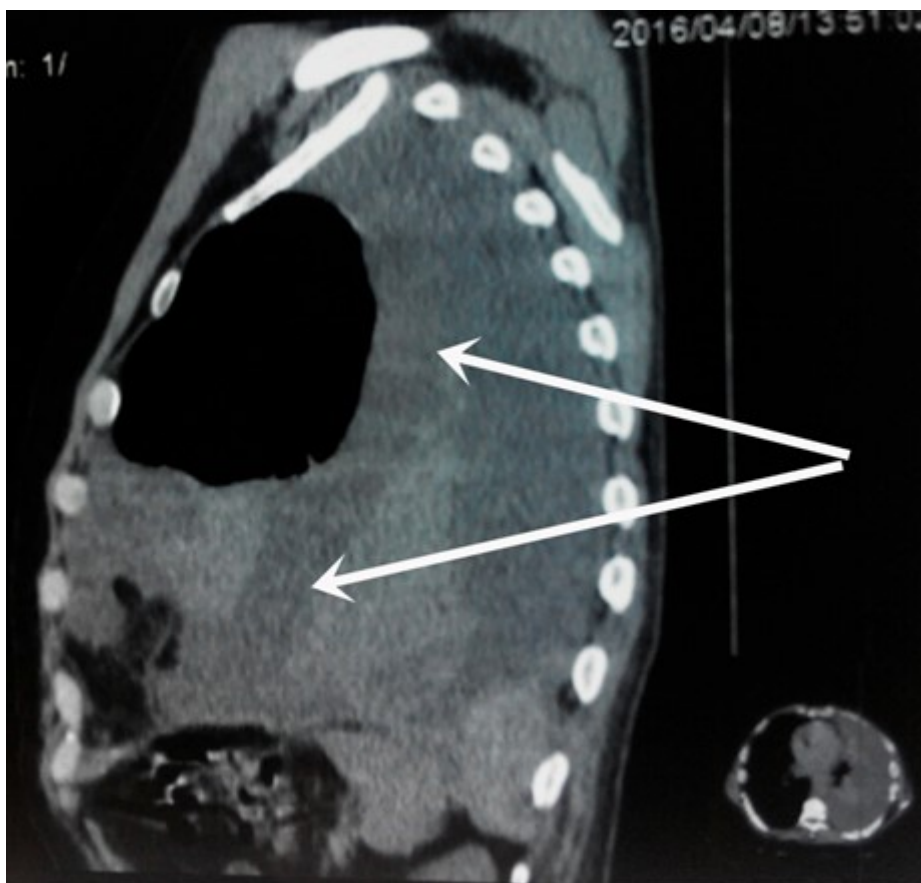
Сагітальний КТ-скан при згорнутому великому лівобічному гемотораксі (м'якотканинний режим сканування; стрілочками вказана локалізація гемотораксу)
